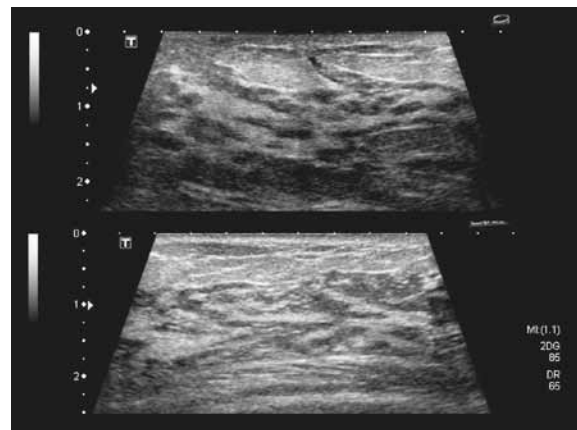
上:妊娠4ヶ月。等エコー構造が発達し、皮下脂肪直下のクーパー靱帯内の乳腺も太くなるが、基の構造を壊していない。下:28歳、非妊娠期正常乳腺。
